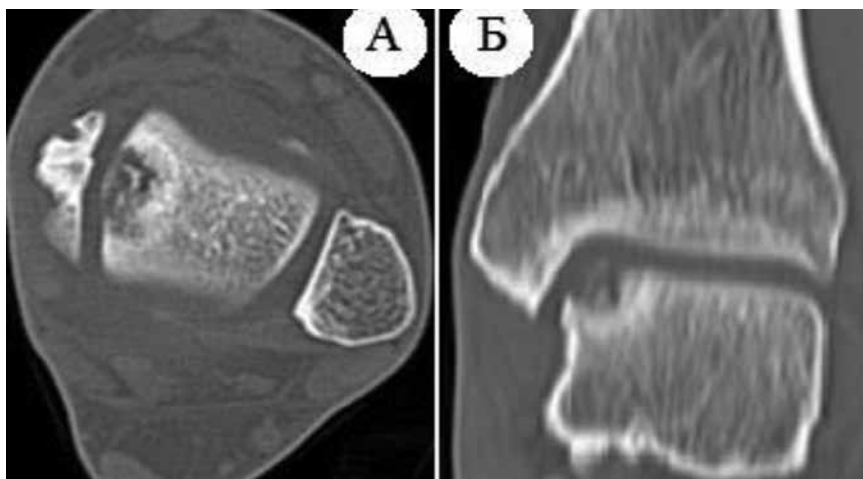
МСКТ-сканы голеностопного сустава пациентки Р. 17 лет через 6 месяцев после остеохондропластики блока ТК с использованием ОХАТ из преахиллярной зоны пяточной кости. А – аксиальный, Б – коронарный срезы. Полная резорбция остеохондрального поражения медиальной поверхности блока таранной кости, деформирующий остеоартроз левого голеностопного сустава 1-й степени
